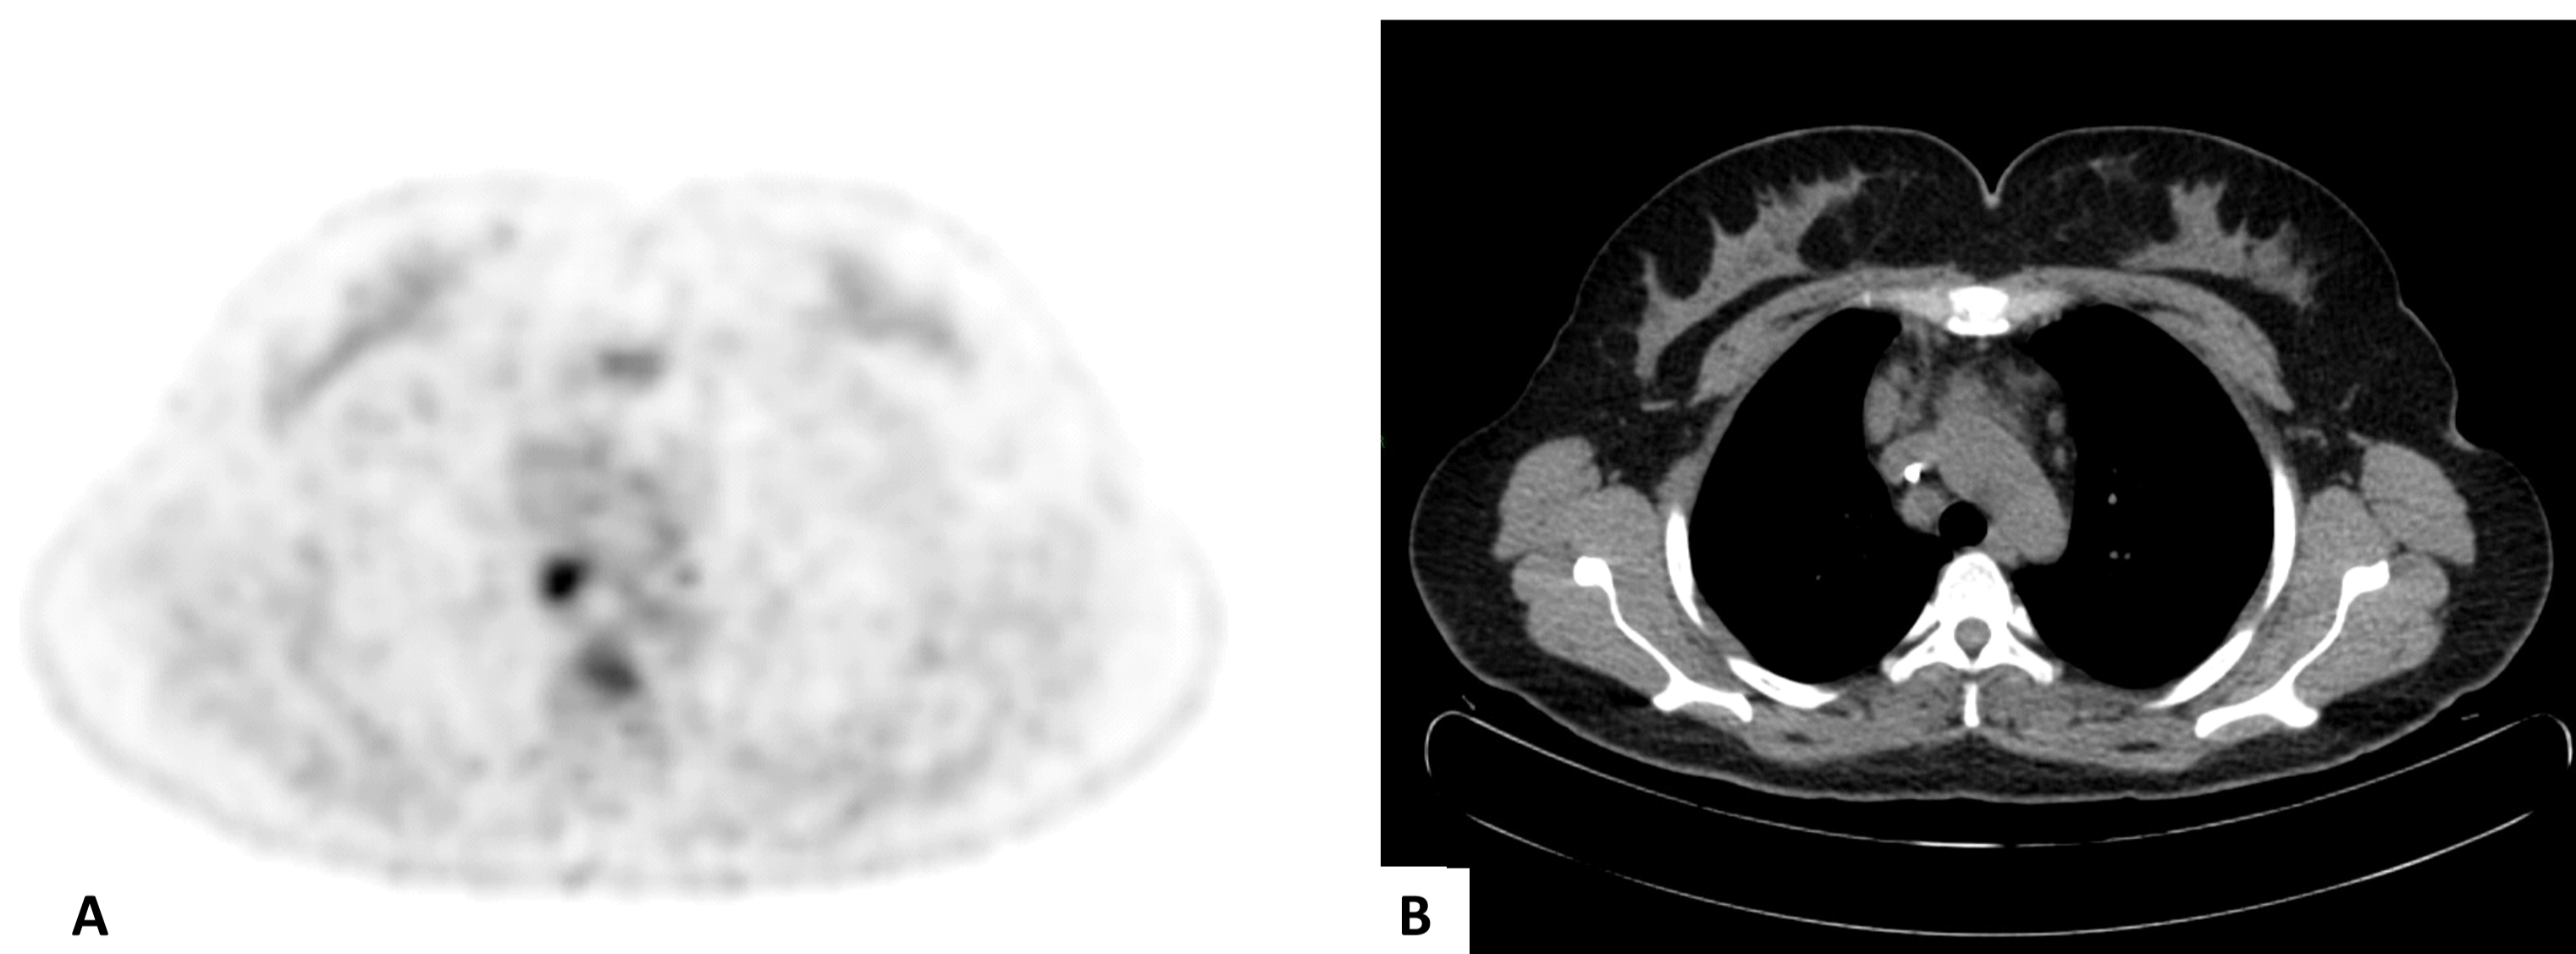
(A e B) PET-TC apresentando aumento de dimensões e metabolismo glicolítico do linfonodo paratraqueal direito.
